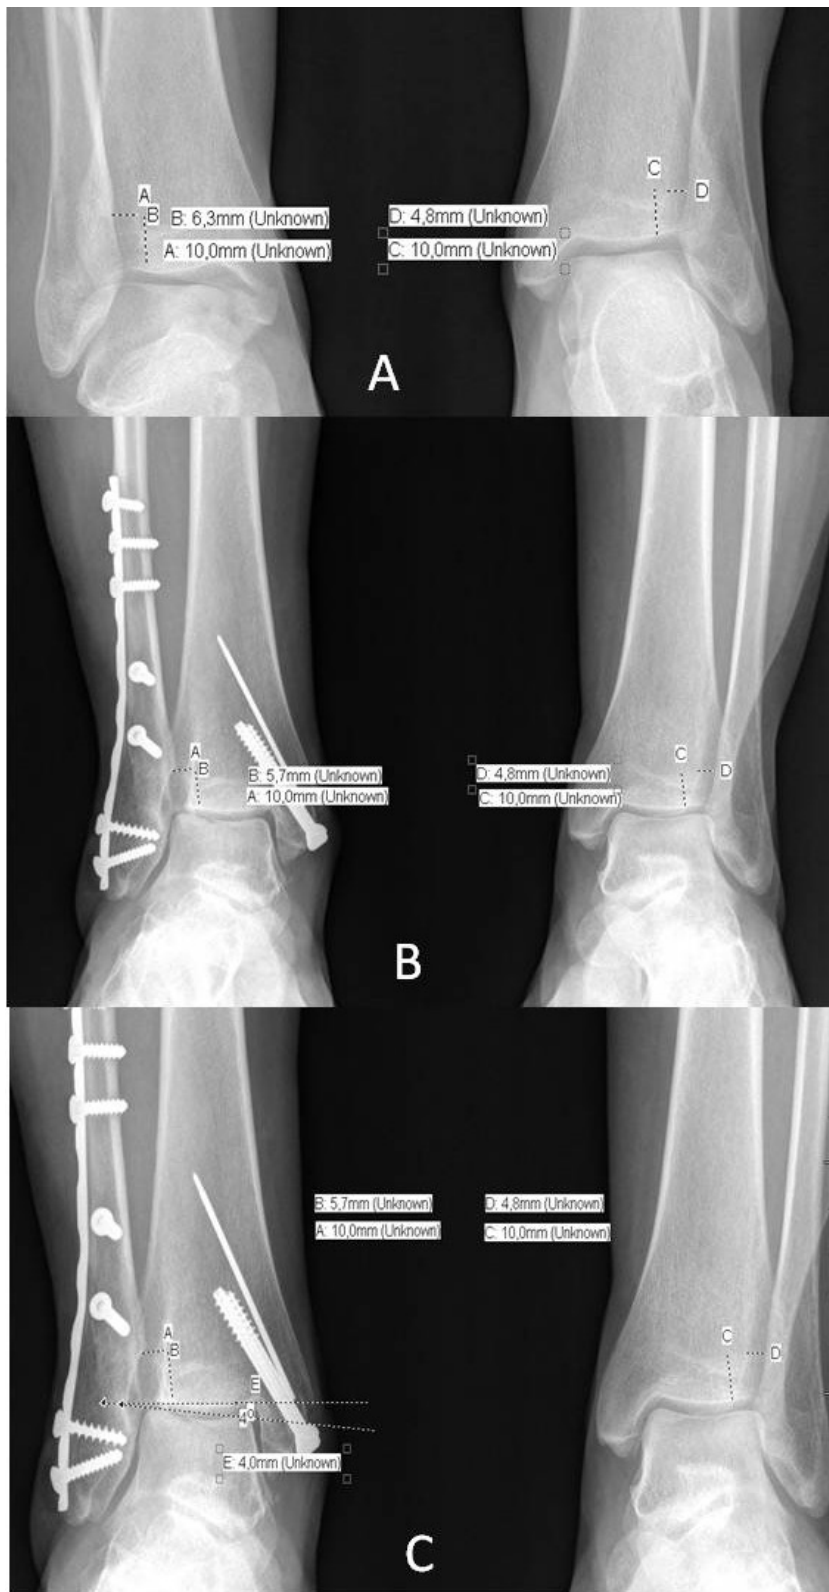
A: Radiografía preoperatoria con medida del espacio claro TF.
